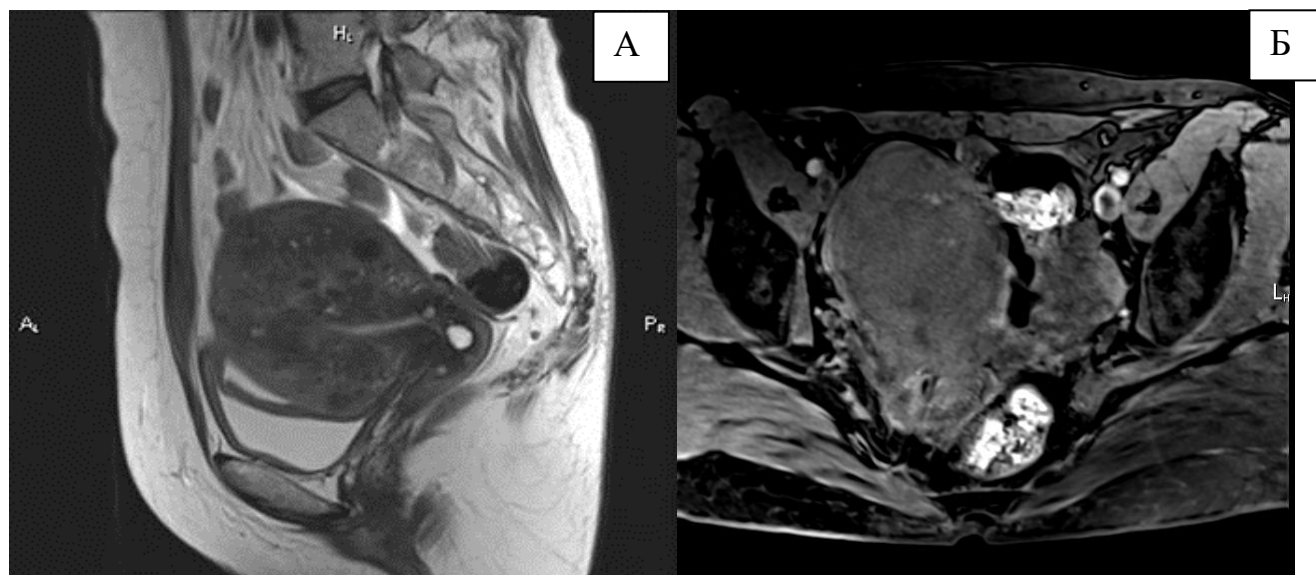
Магнитно-резонансная томография. А - T2ВИ в сагиттальной плоскости. Б — T1ВИ с подавлением МР-сигнала от жировой ткани. Диффузная форма аденомиоза. Матка шаровидной формы, стенки матки утолщены, выявляется неоднородная интенсивность МР-сигнала за счет кистозных (геморрагических) включений
